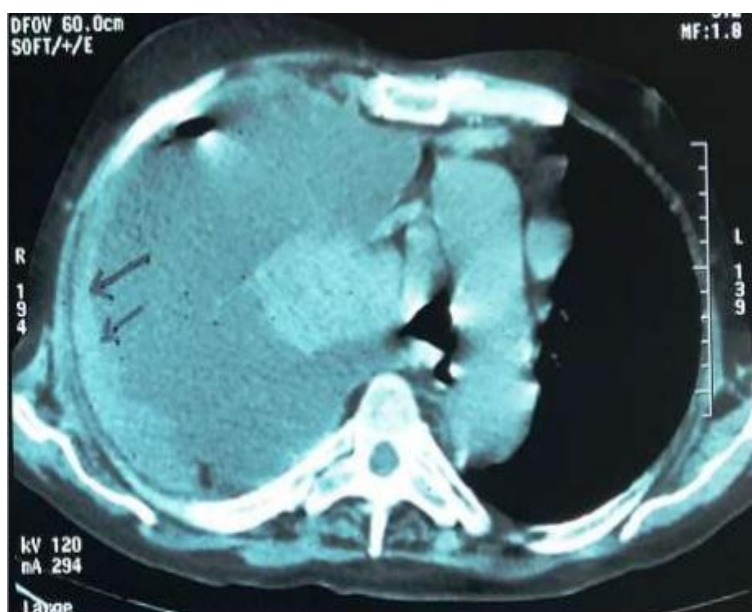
TDM thoracique (C-) objectivant, un épaississement pleural droit associé à une pleurésie de grande abondance et à une atéléctasie pulmonaire droite.
